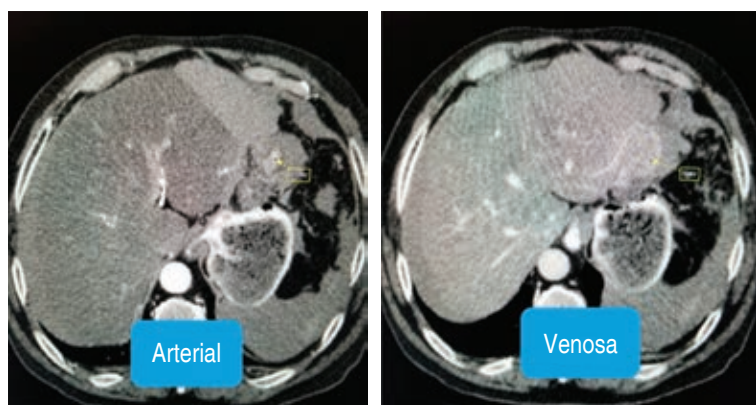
Tomografía axial computarizada simple y contrastada de abdomen y pelvis, corte axial. Se observa el tumor hepático en segmento II, se observa la captación de contraste en fase arterial y lavado en la fase venosa (wash out).
